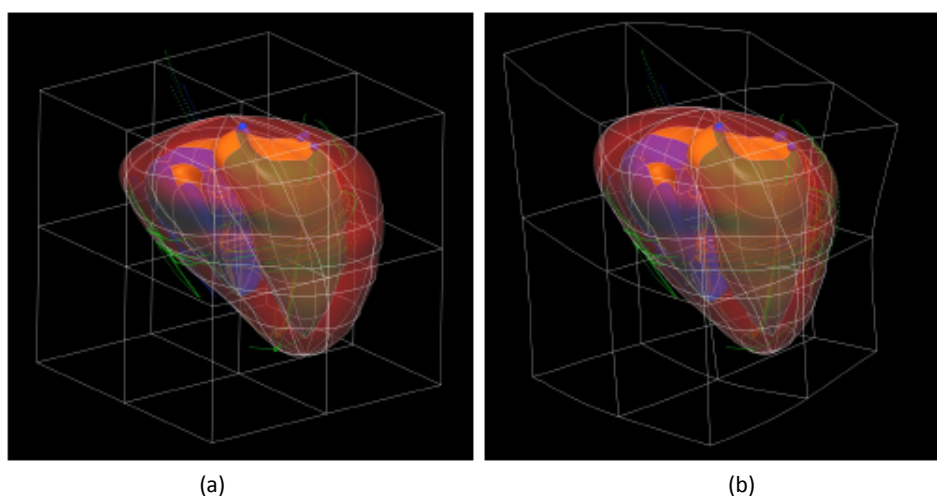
Mallas de superficie de un modelo deformable creado a partir de MRI cardíaca para segmentación de ventrículos sobre imágenes de eco-cardiografía. (a) Mallas iniciales del modelo deformable. (b) Deformación de las mallas iniciales para su adaptación a la anatomía de un paciente
